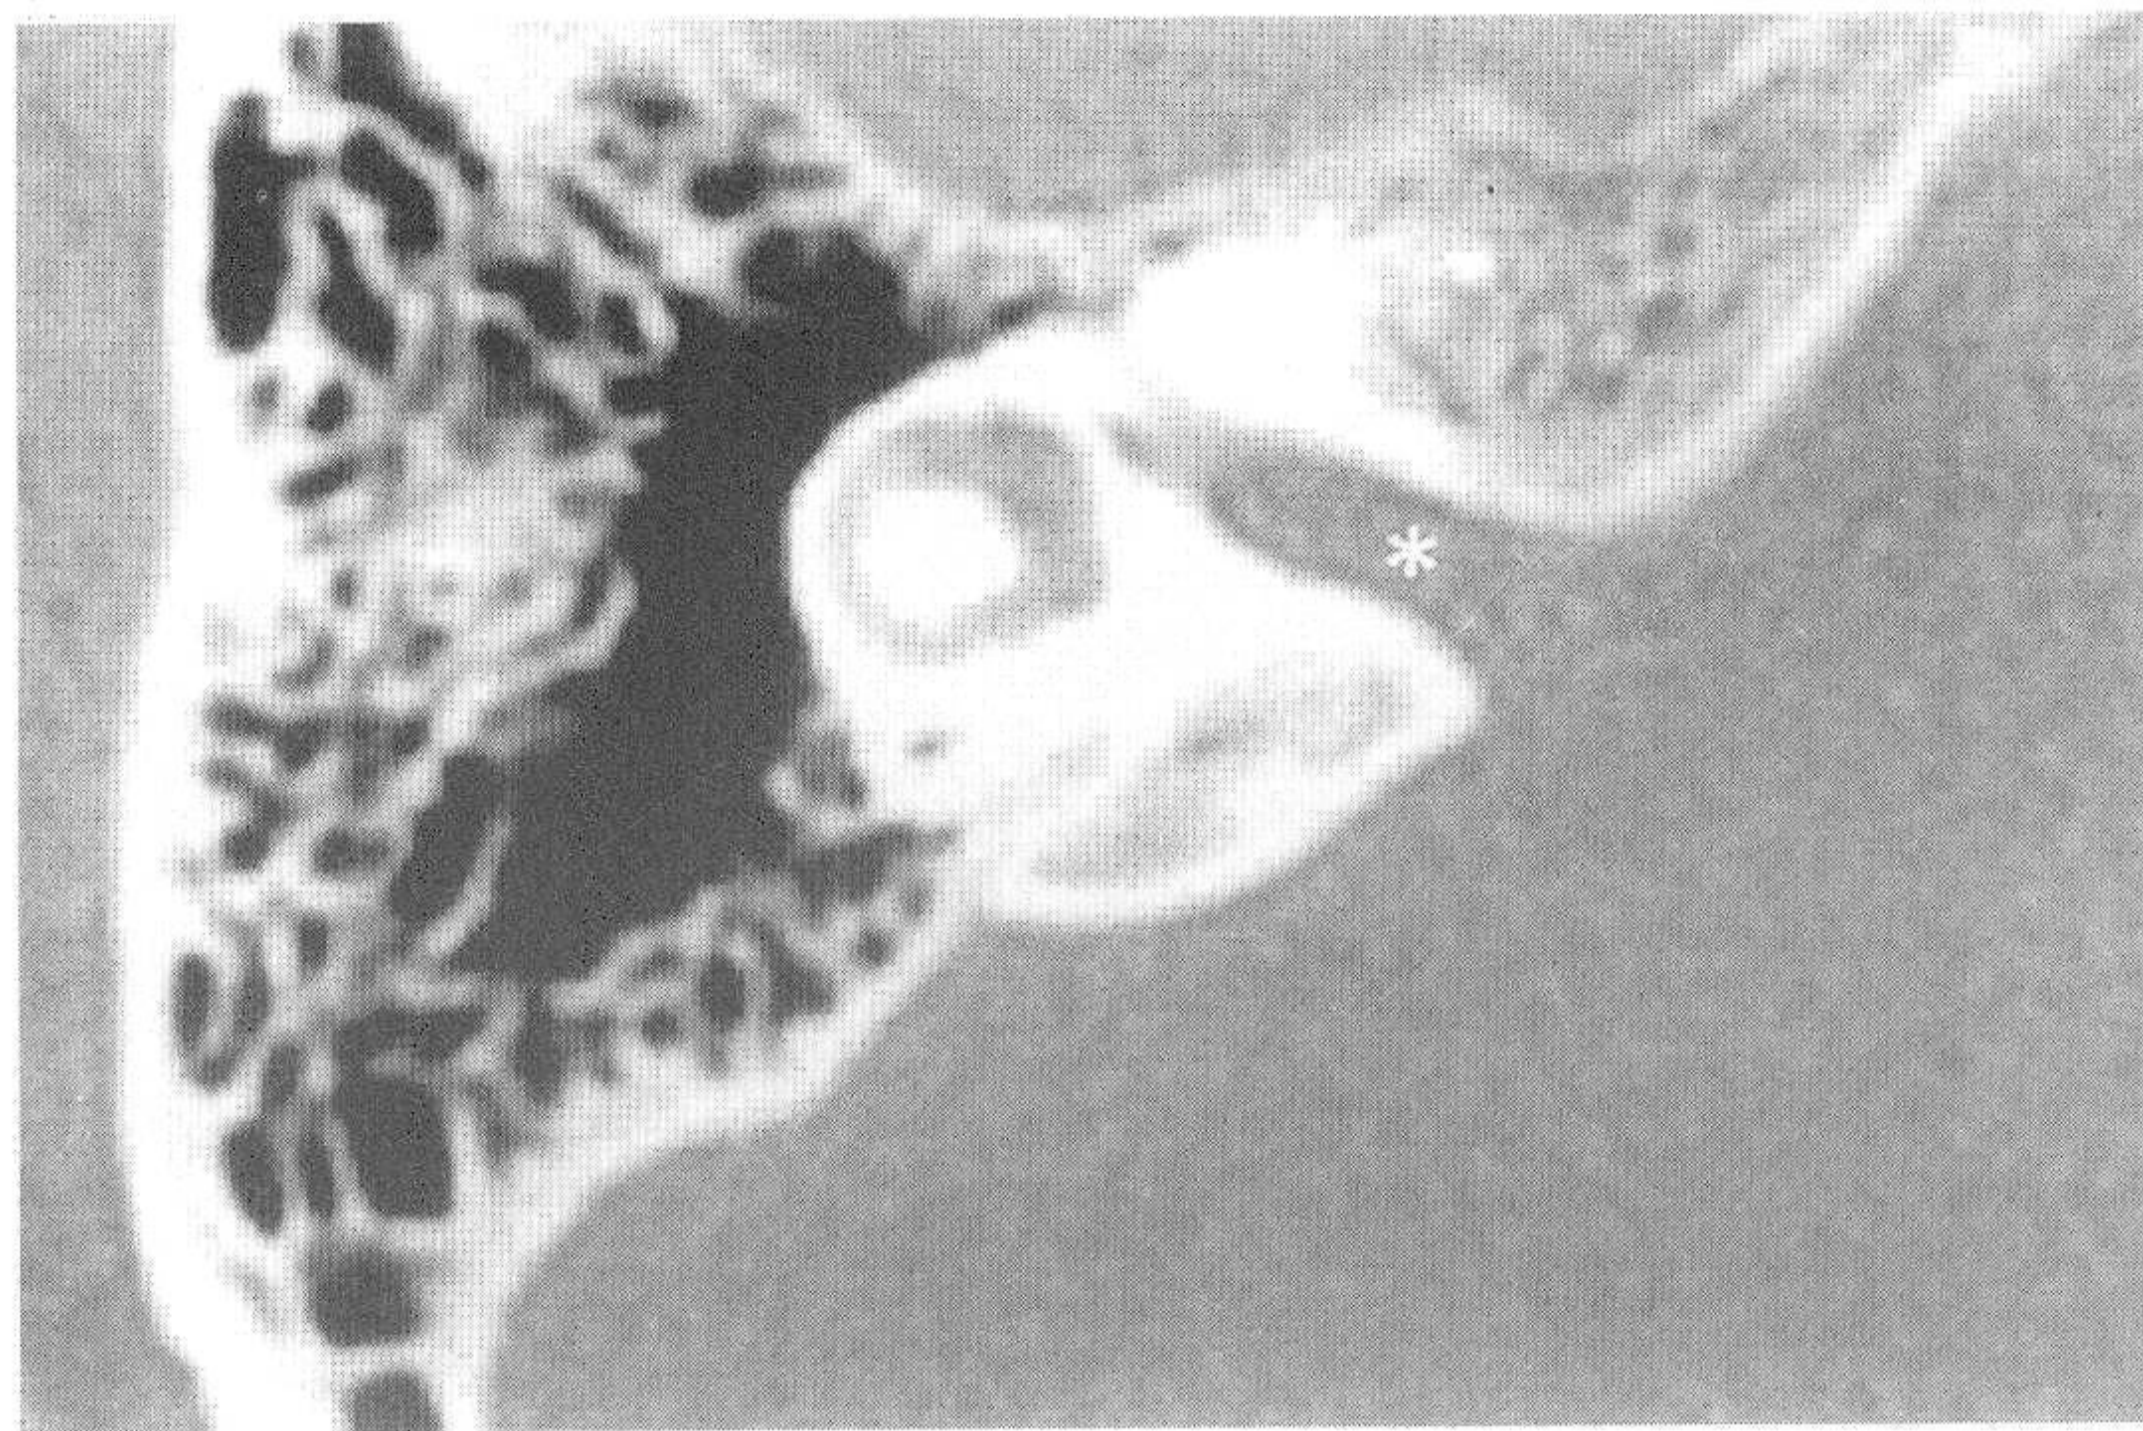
对应正常颞骨CT图像 (星号示内听道)
